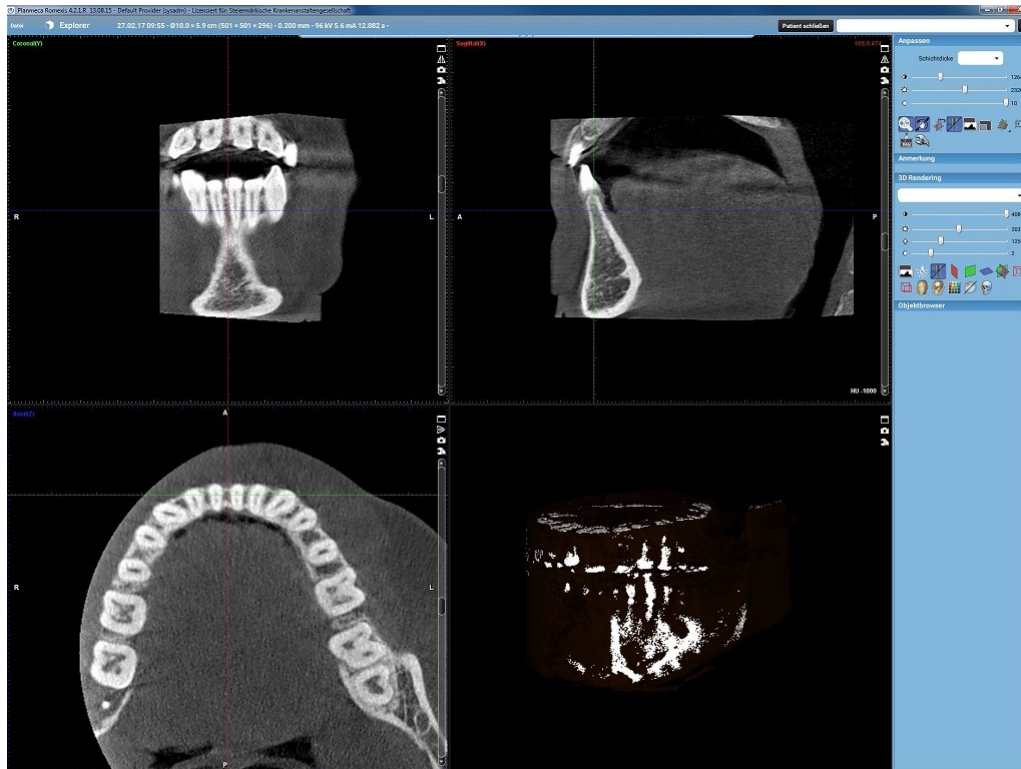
DVT-Digitale Volumen Tomographie Aufnahme, die als Basis für die Bewertung von Wurzelkanalformen verwendet wurde. Zur Betrachtung wurden Schnittbilder in frontalen, lateralen und axialen Ebene herangezogen. Für diese Studie wurden ausschließlich axiale Schnittbilder verwendet: Schichtdicke 0.200 mm
